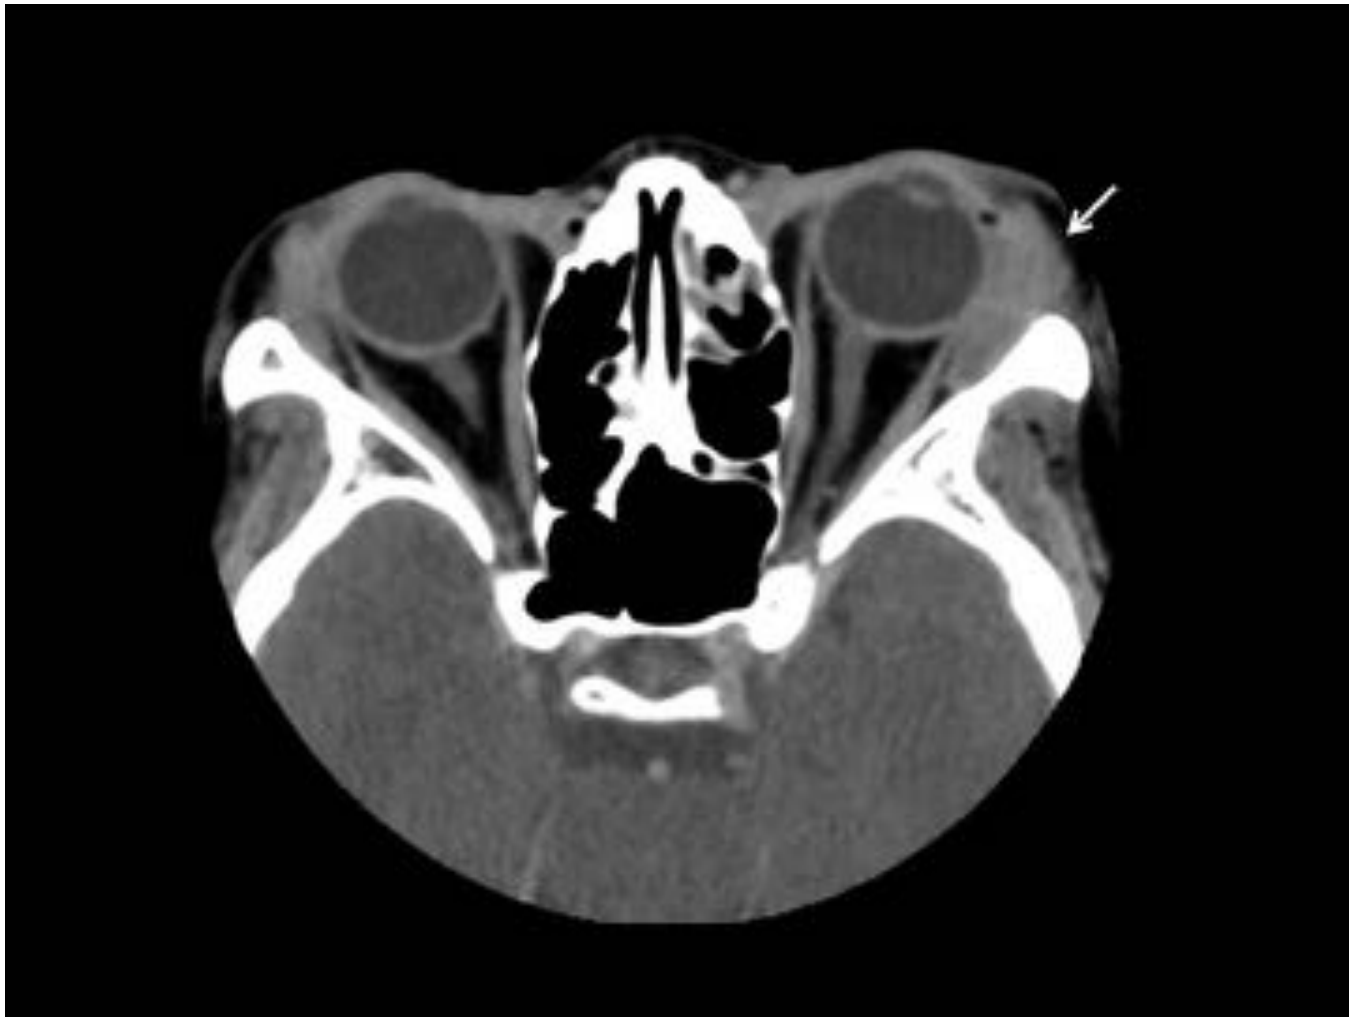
Paciente con cuadros de dacrioadenitis bilateral de repetición que se asocia a afectación de las glándulas lagrimales (enfermedad de Mikulicz). La TC muestra un aumento de volumen bilateral de las glándulas lagrimales , predominantemente del lado izquierdo (flecha).
